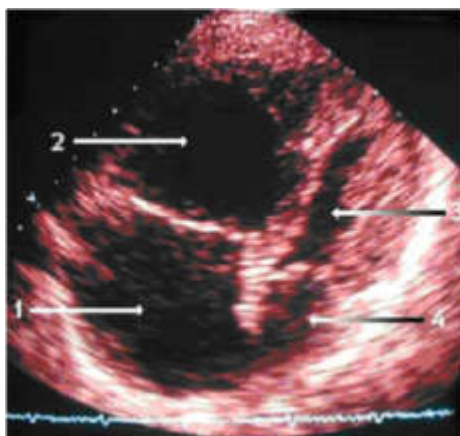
Эхокардиограмма больного П. в четырехкамерной позиции от верхушки сердца. Стрелками указаны: 1 - правое предсердие, 2 - правый желудочек, 3 - левый желудочек, 4 - левое предсердие.
